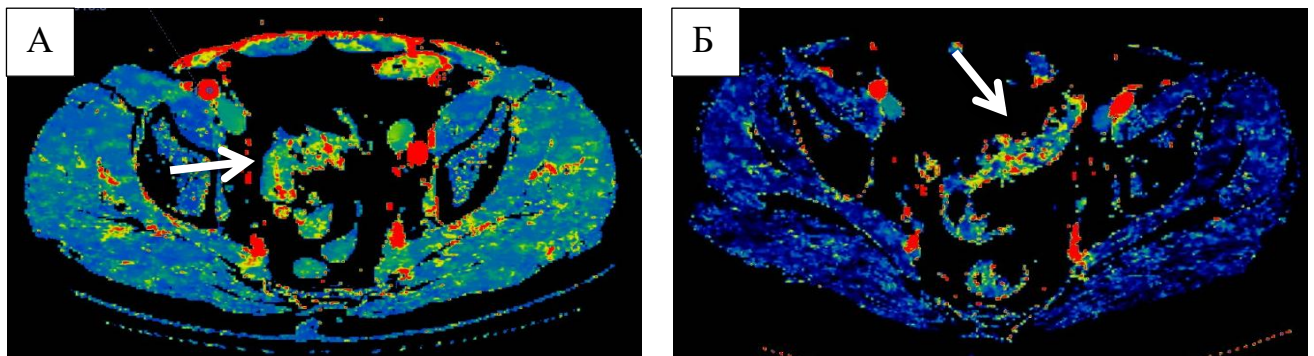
Перфузионная параметрическая карта поперечного сегмента сигмовидной кишки с определением показателя скорости регионарного кровотока.
